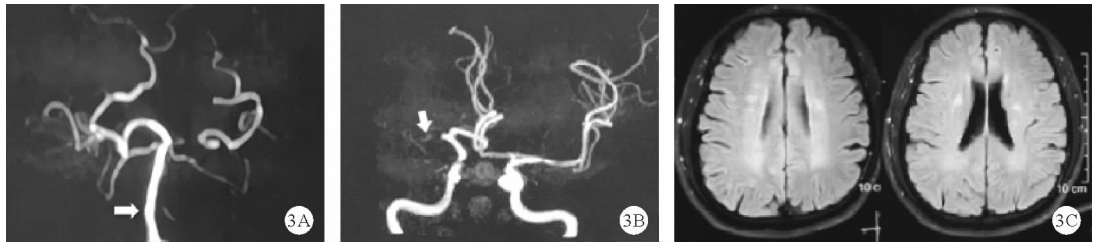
病例1 头颅 MRA 和 MRI 复查结果(A:MRA 示基底动脉显影良好;B:MRA 示右侧大脑中动脉闭塞;如箭头所示;C:FLAIR 像右侧半球未见明显梗死灶)
